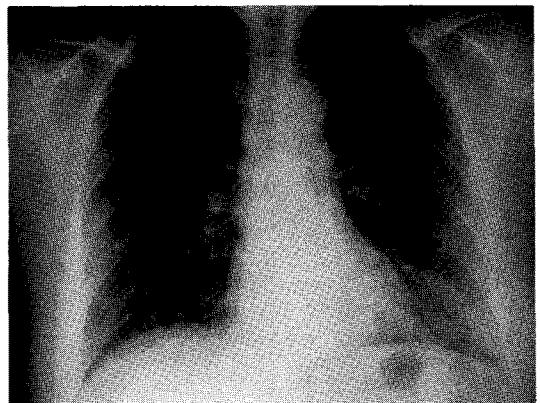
Plain chest x-ray shows nodular patch opacities in both upper lung field fields.
